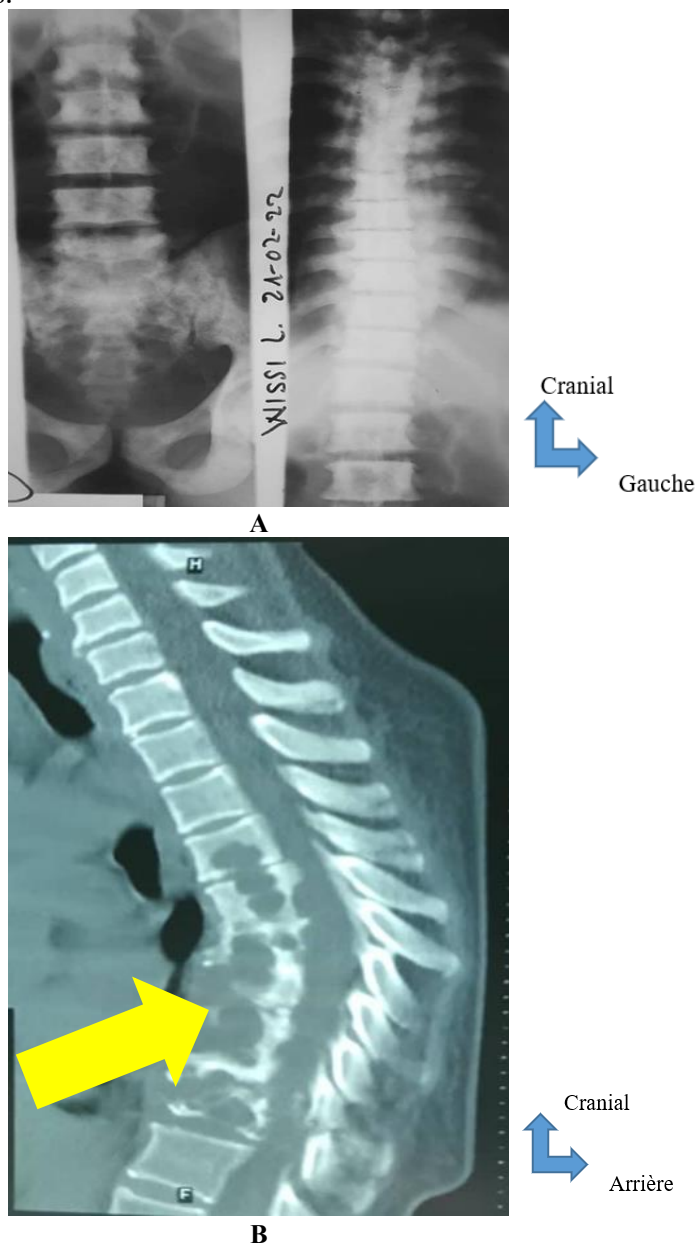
A = Image radiographique de lésions ostéocondensantes diffuses au rachis lombaire et au rachis dorsal (incidence de face). B = Image scannographique de multiples lésions lytiques des vertèbres dorsales avec tassement de D12.
